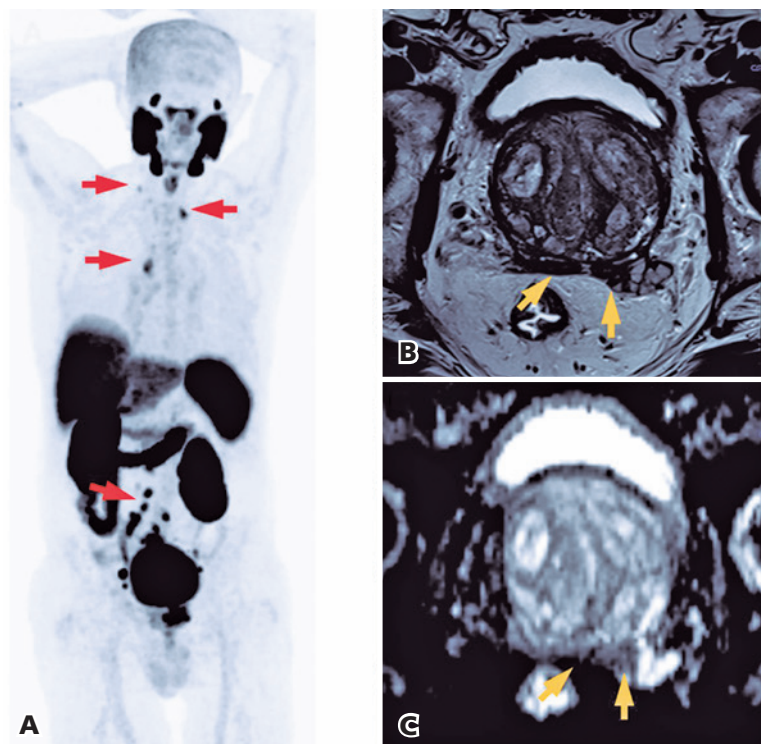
Paciente de 77 anos com diagnóstico recente de adenocarcinoma de próstata Gleason 7 (3+4), PSA de 44 ng/mL. Estadiamento convencional (TC e cintilografia óssea) normais. Imagens de RM sequência ponderada em T2 (B) e mapa ADC (C) demonstrando lesão tumoral com extensão para as vesículas seminais (seta laranja). ⁶⁸Ga-PSMA-PET/CT (A) de estadiamento demonstra múltiplas metástases linfonodais pélvicas, retroperitoneais, torácicas e cervicais (setas vermelhas).
